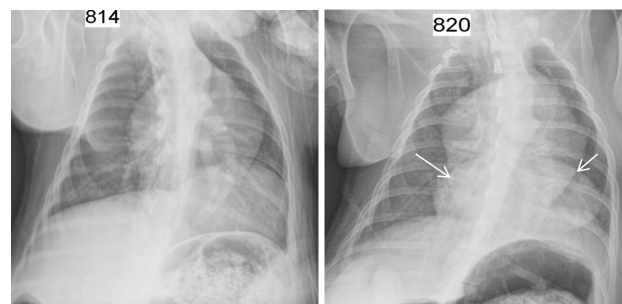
Radiografie toracică a animalelor de laborator efectuată la 3 luni postoperator: A – prezența eventrației hemidiafragmului stâng, fără progresare (lotul 1); B – dezvoltarea eventrației de dimensiuni majore a hemidiafragmului stâng (lotul 3)
